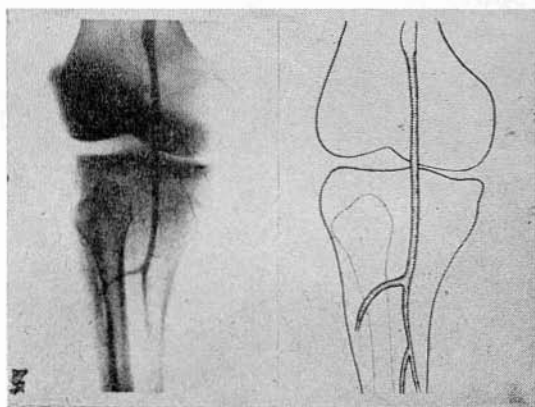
Arteriografía postoperatoria. A nivel de la arteria poplítea proximal, donde se hallaba la obstrucción completa, se observa ahora una buena permeabilidad. Existe, no obstante, una ligera dilatación fusiforme a dicho nivel. Los troncos arteriales proximales de la pierna son permeables en la última radiografía de la serie.
